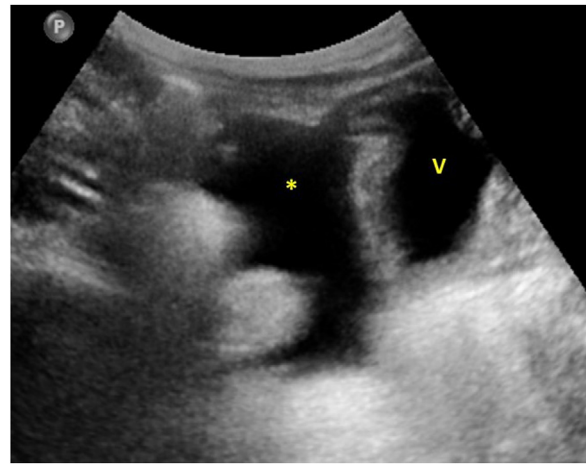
Ascitis. Imagen de ecografía abdominal en la que se observa líquido libre (asterisco) de localización posterior a la vejiga (V).
